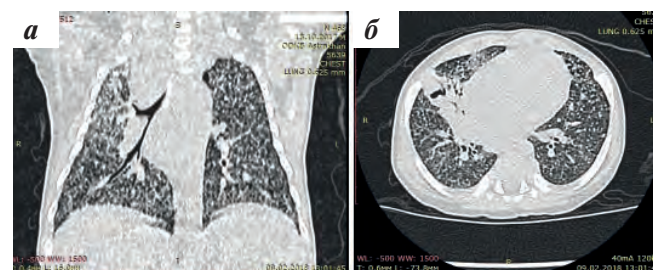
Мультиспиральная КТ ОГК: а — фронтальная проекция, б — аксиальная проекция
